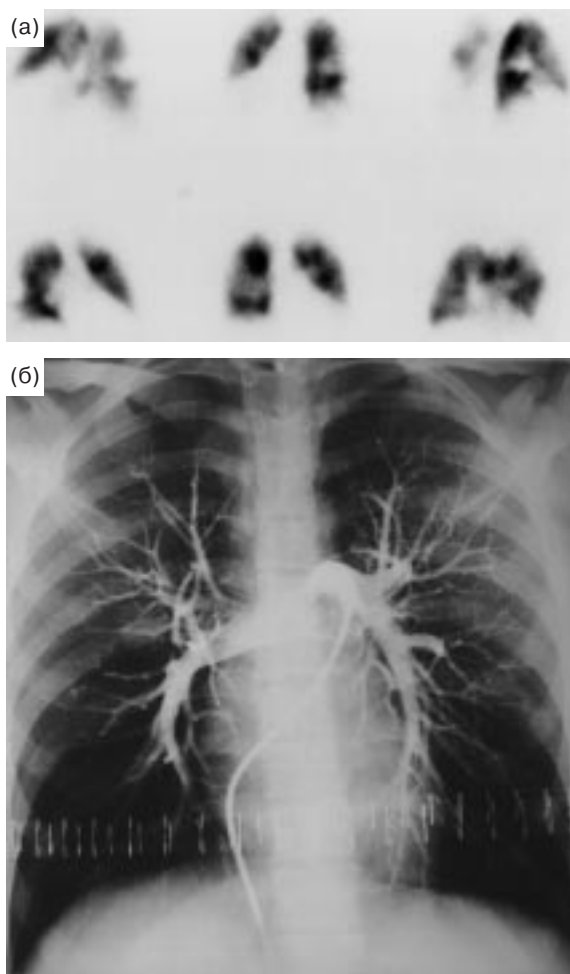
ТЭЛА. Дефект перфузии в верхушечном сегменте нижней доли правого легкого. а – перфузионная сцинтиграфия; б – ангиопульмонография.
